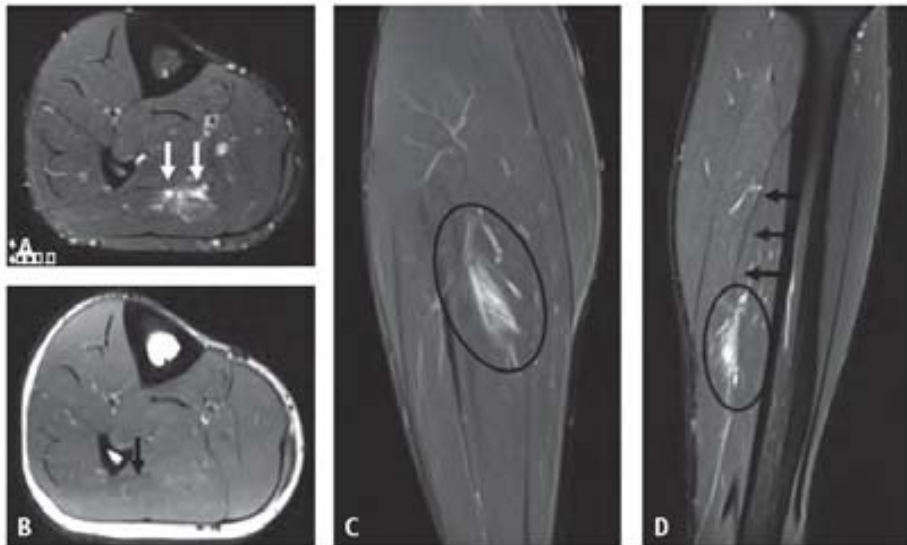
Futbolista profesional de 26 años. Rotura miotendinosa del tabique lateral del tercio medio del sóleo derecho con líquido subfasial e intramuscular. Estudio mediante resonancia magnética. A) Corte axial en T2 con saturación grasa. Flechas: lesión. B) Corte axial T1. Flecha: sección del tabique lateral. C) Corte sagital en T2 con saturación grasa. Elipse: lesión. D) Corte coronal en T2 con saturación grasa. Flechas: tabique lateral en toda su extensión. Elipse: lesión. Puede consultarse todo el estudio en la página web.
